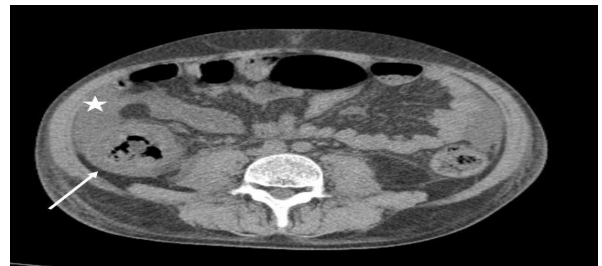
Aksiyal(a) ve koronal(b) batın BT incelemede 26 yaşında kadın hastada çekilen aksiyal bt incelemede çekal duvar kalınlaşması(kesintisiz ok) ve periçekal mezenterik yerleşimli lenf nodları(kesintili ok) izleniyor.
